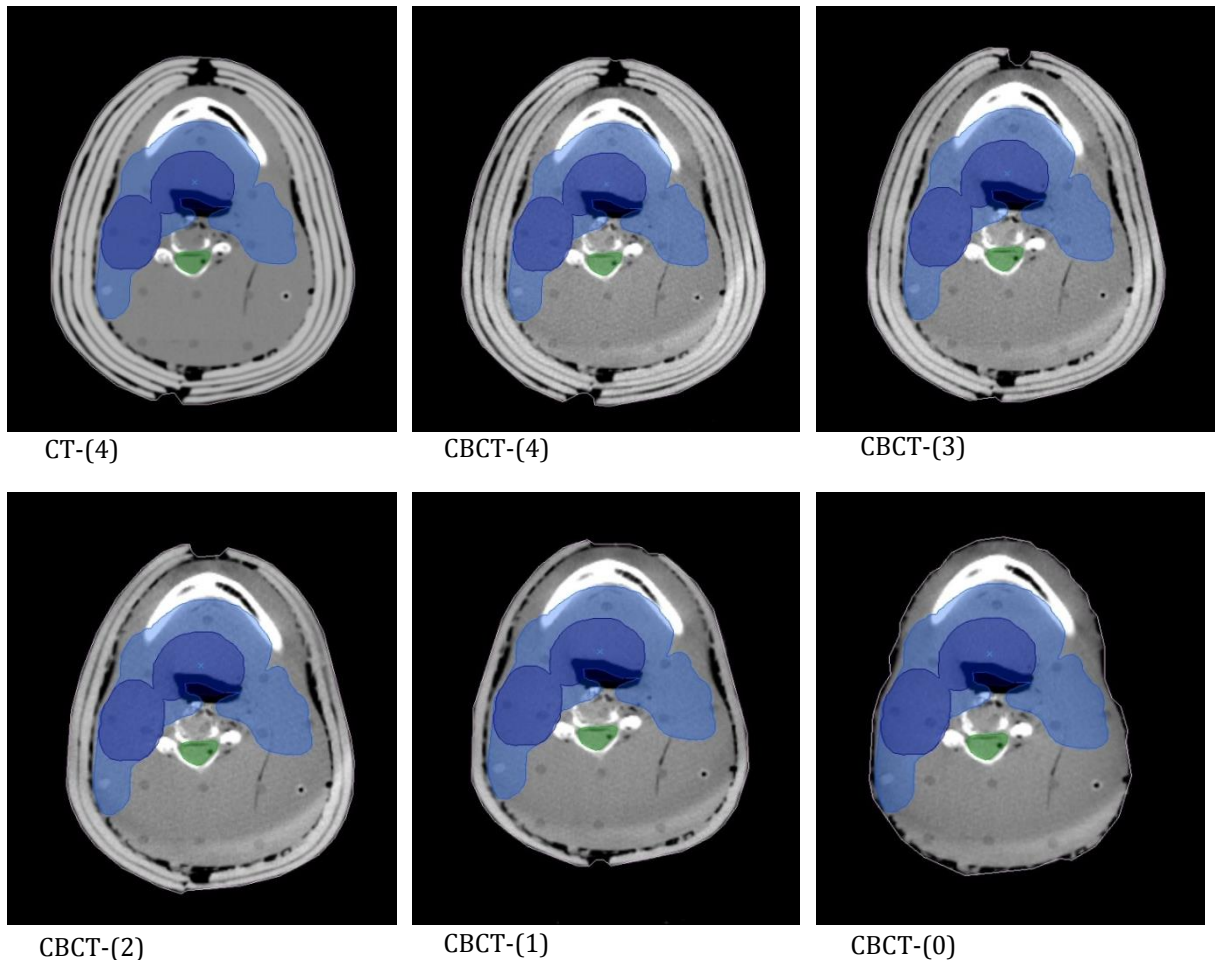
Coupes transverses des différentes acquisitions réalisées avec le fantôme anthropomorphe Rando tête et cou afin de simuler une perte de poids. L'imagerie tomодensitométrique CT acquise avec quatre épaisseurs de bolus a été utilisée pour la planification du traitement. Les volumes tumoraux PTV 66 Gy (en bleu foncé) et PTV-59,4 Gy (en bleu clair) sont visibles ainsi que le canal médullaire (en vert). Ces volumes sont transposés grâce à un recalage rigide et sont donc identiques sur toutes les imageries.
